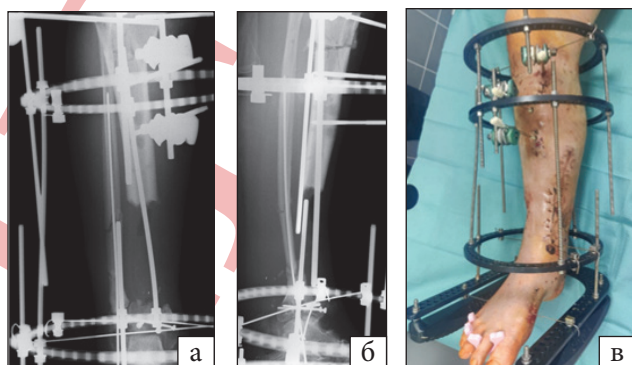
Фотовідбиток рентгенограми постраждалого через
